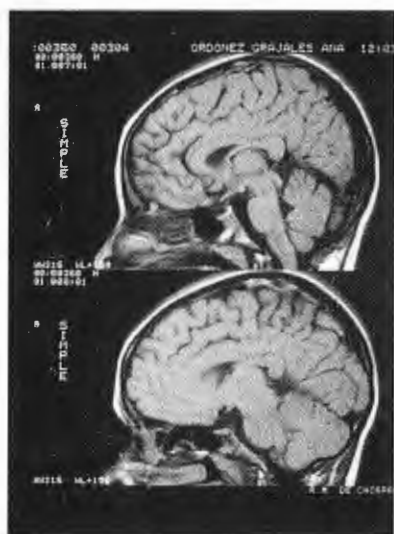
Resonancia magnética. Aracnoidocele intraselar grado II.
